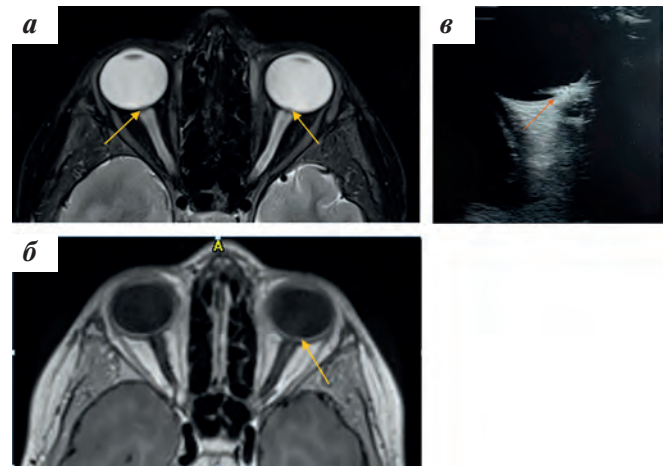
ДрДЗН: а, б – МРТ орбит в аксиальной плоскости (tra); а – T2-ВИ с подавлением сигнала от жировой ткани (FS); б – T1-ВИ с внутривенным контрастированием. В обоих глазах в области ДЗН определяются солидные образования (указаны стрелками), выступающие в СТ, размерами до 2 мм, крайне слабо накапливающие контрастный препарат. Орбитальная часть зрительных нервов без патологических изменений; в – УЗИ глаза, по заднему полюсу сетчатки визуализируется дополнительное образование, проминирующее в СТ, средней и повышенной эхогенности, неправильной формы (указано стрелкой)
